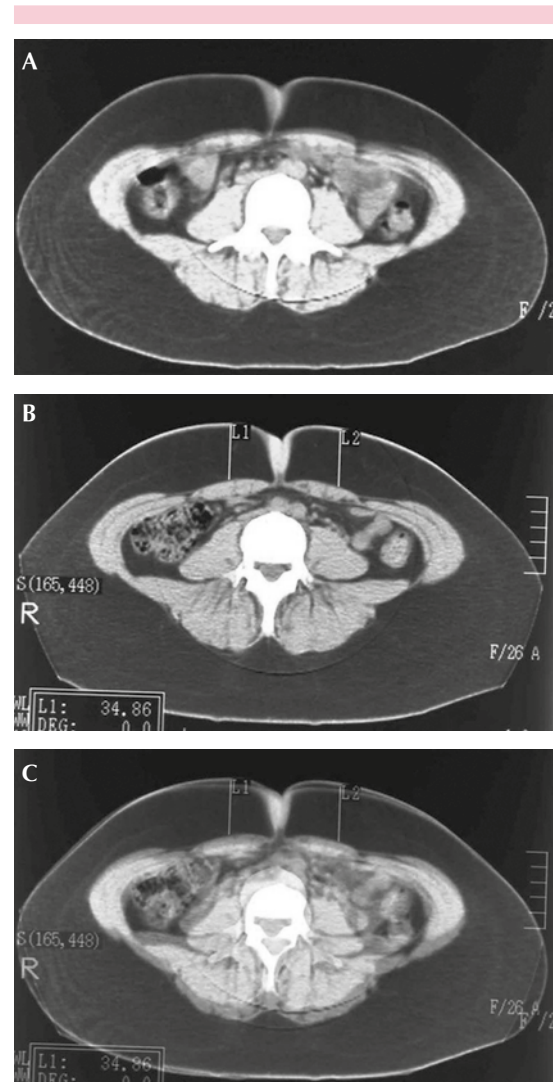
Ultrasonido focalizado de intensidad media, tomografía axial computada antes (A) y dos meses después de una sesión de tratamiento en la región periumbilical (B). C. Imágenes superpuestas. Paciente tratado por el Dr. Héctor Leal, 2010.
